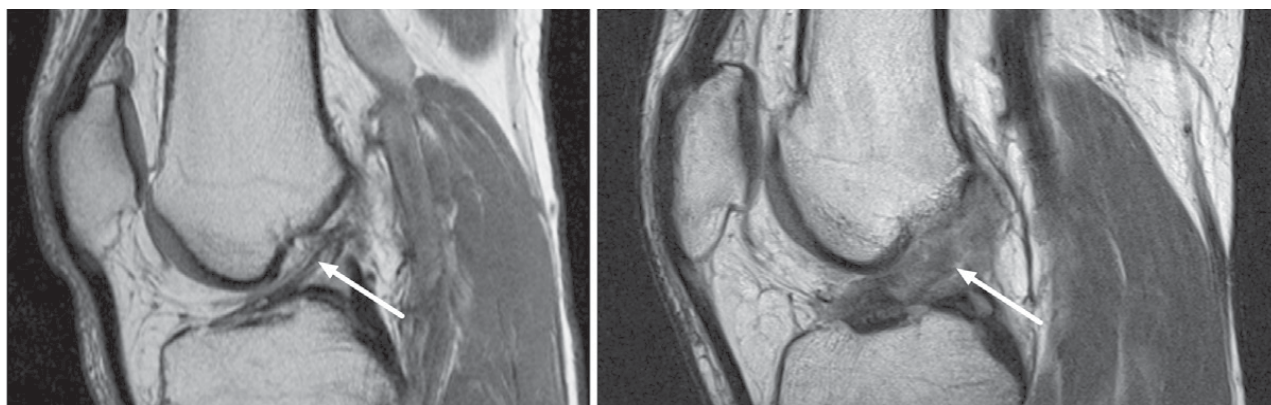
МРТ ознаки пошкодження ПХЗ. Зліва стрілочка вказує на ПХЗ в нормі, справа – на пошкоджену ПХЗ [14]
